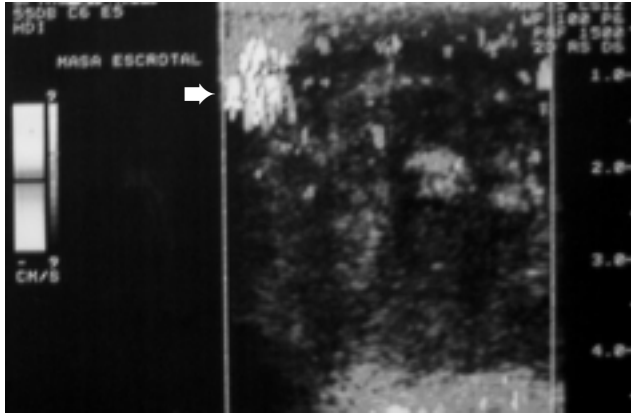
Ecografía doppler color: masa extratesticular (flecha) con escasa vascularización periférica.
